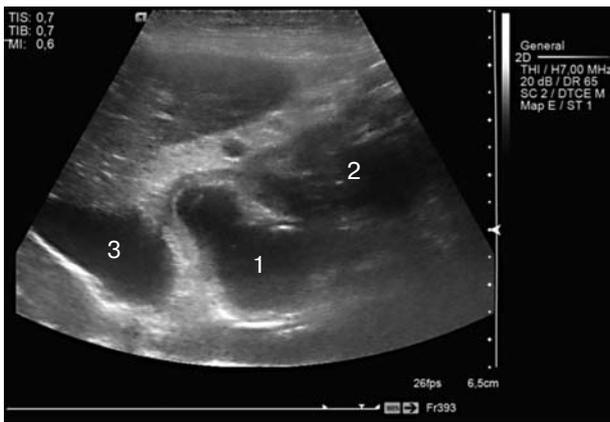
УЗИ двенадцатиперстной кишки (линейный датчик 7,5 МГц, программа «Pediatric Abdomen»): 1 – дивертикул; 2 – желудок; 3 – желчный пузырь
